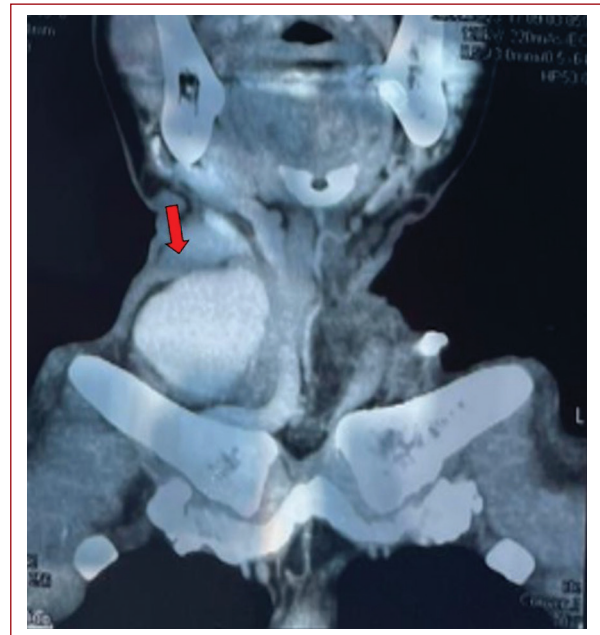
Angiotomografía en corte coronal en la que se observa un reforzamiento del medio de contraste en el saco del pseudoaneurisma.
